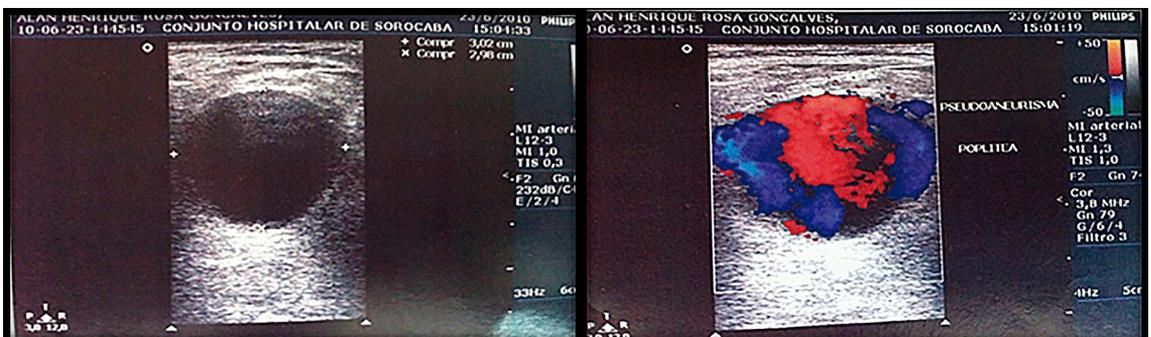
Doppler arterial do membro inferior esquerdo.
